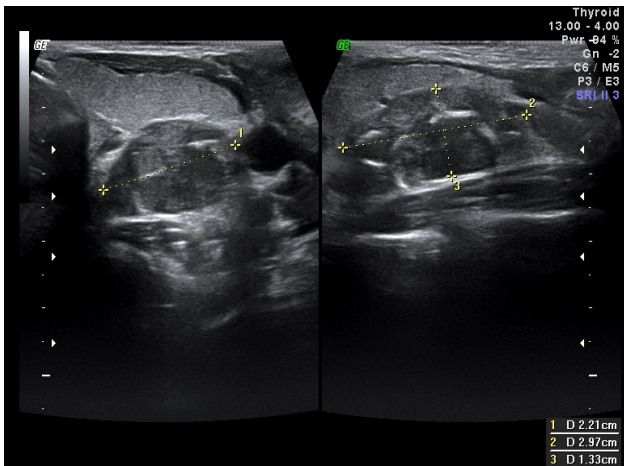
УЗИ, аденома нижней левой паращитовидной железы (поперечное и продольное сканирование в В-режиме)
